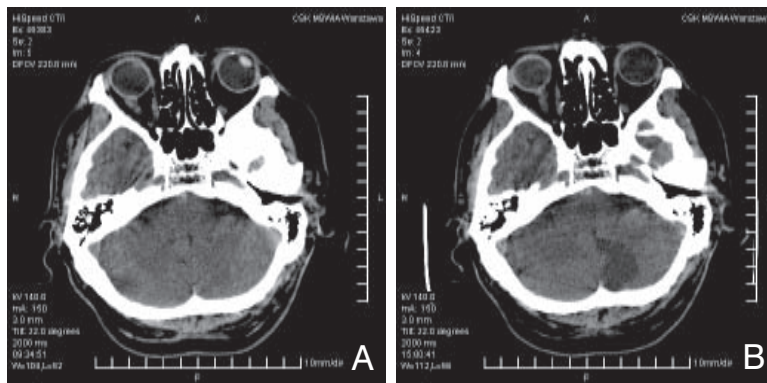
Tomografia komputerowa u 79-letniej chorej z objawami udaru mózgu występującymi od 2 godzin: A. Zatarcie struktur głębszych; B. Hiperdensyjna tętnica mózgu środkowa
